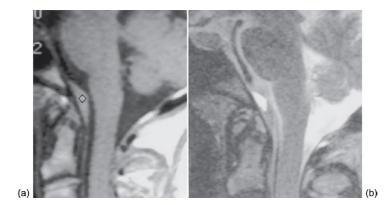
IRM sagittale. a. À gauche, IRM sagittale T1 : hématome postérieur du clivus (losange) avec oblitération partielle de la citerne prébulbaire. b. À droite, IRM sagittale T2 : signal hétérogène de l'hématome
